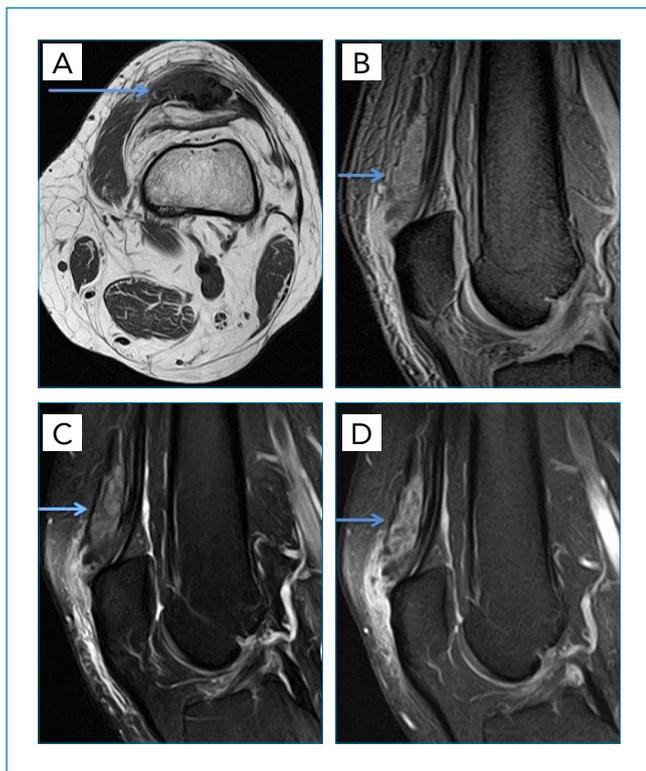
Ressonância magnética do joelho de paciente com 59 anos, demonstrando imagem heterogênea (seta azul) na inserção do tendão quadríceps na patela, de difícil delimitação. A: corte axial em T1; B: corte sagital em T2; C: corte sagital em T2 FAT SAT, D: corte sagital T2 FAT SAT com contraste.
